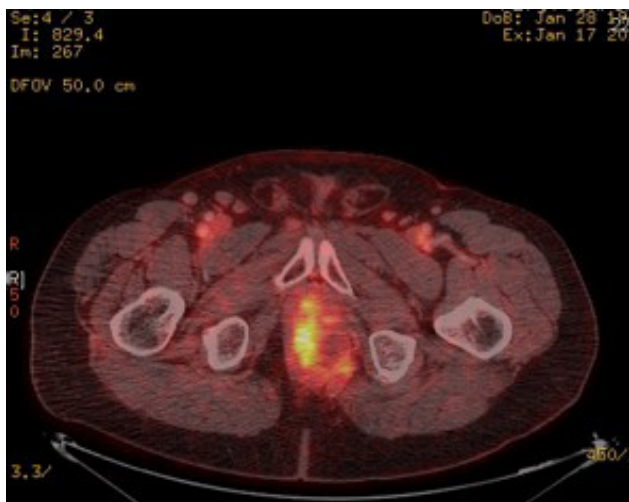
PET-TC. Cáncer anal avanzado con metástasis ganglionares. Aumento del metabolismo a nivel anal e inguinal bilateral.
